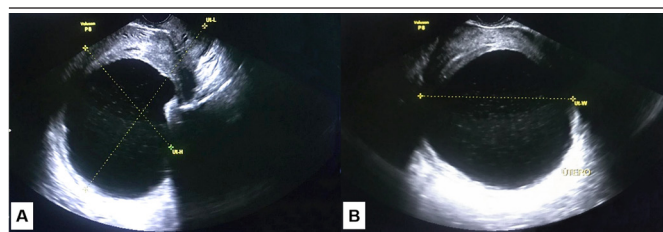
Ultrassonografia abdominal de uma mulher de 43 anos com leiomioma retroperitoneal atípico e cístico
